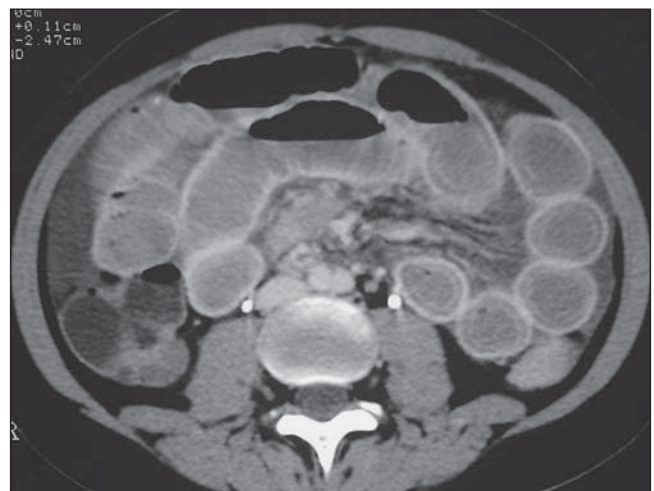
Tomografia computadorizada com contraste intravenoso.
